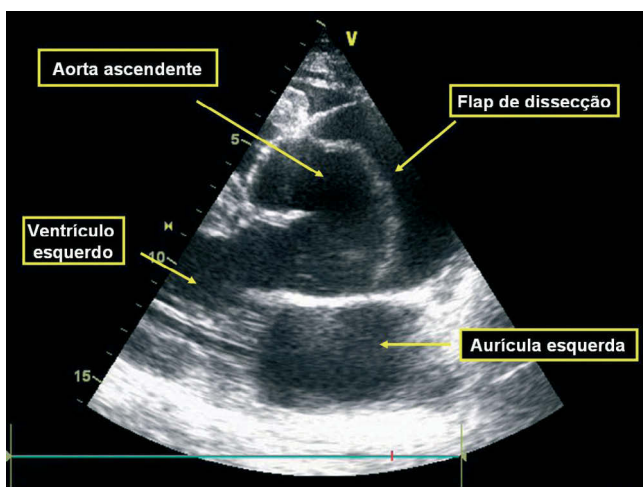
Ecocardiograma transtorácico, à admissão. Plano para-esternal longo-eixo, com identificação de dilatação aneurismática da aorta ascendente, e visualização de *flap* de dissecção.
